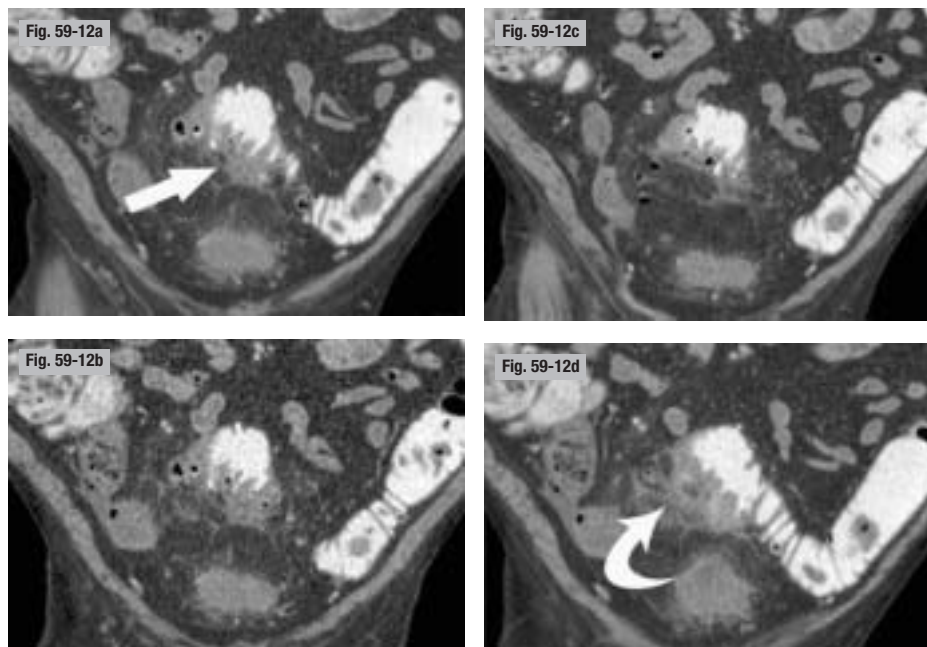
Diverticulite sigmoïdienne. TDM avec balisage opaque du sigmoïde par les hydrosolubles iodés. a-d) Reconstitutions frontales. L'opacification de la lumière sigmoïdienne montre les diverticules et les plis semi-lunaires épaissis (hypertrophie de la musculature circulaire). La diverticulite se traduit par les remaniements inflammatoires limités du mésosigmoïde et des formations péritonéales (flèches), qui traduisent une perforation « couverte ».
